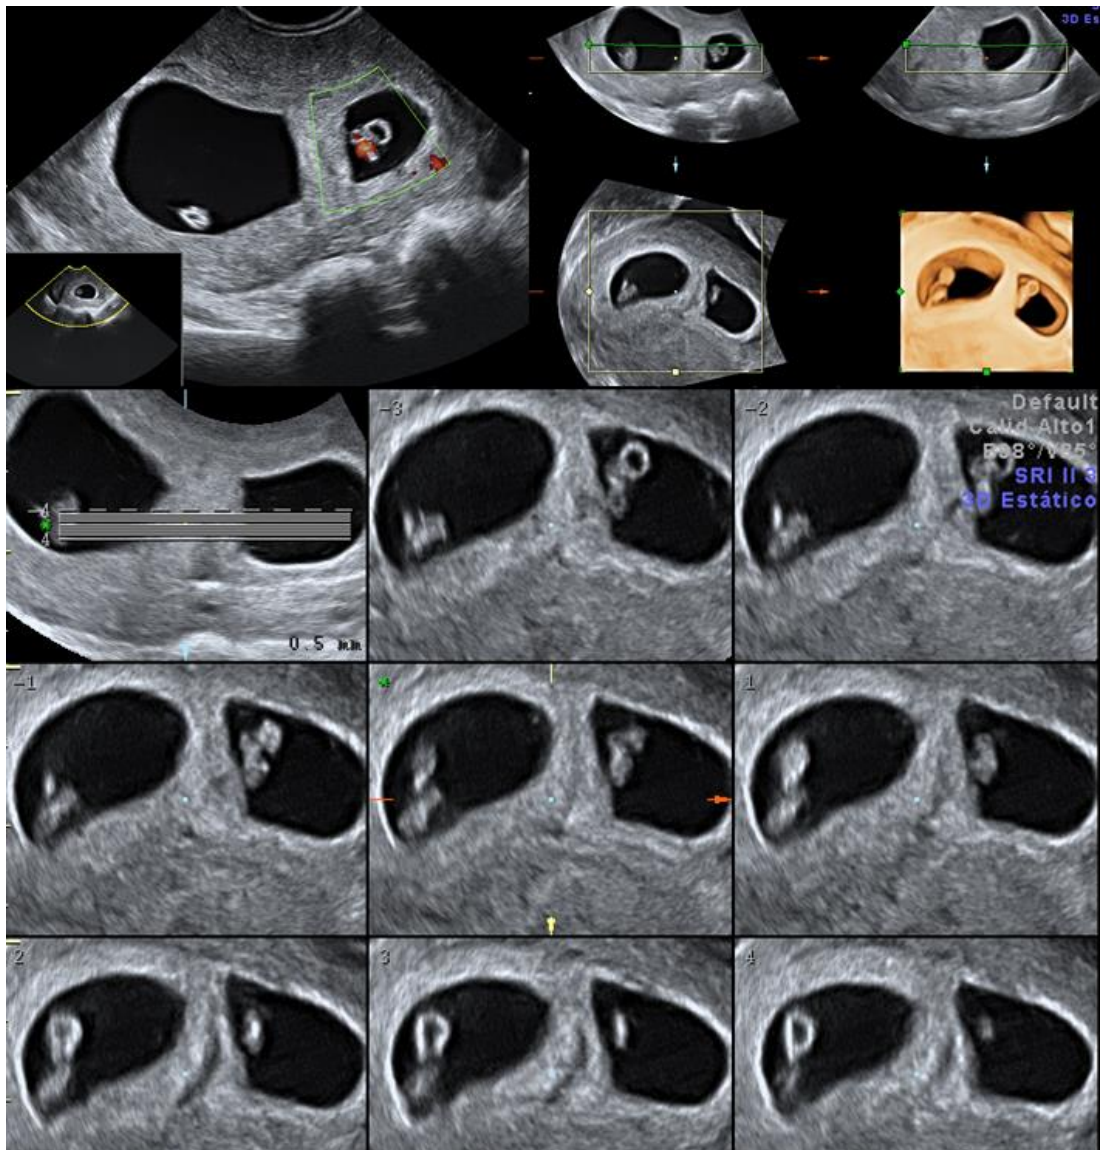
Septo completo y gestación. Doppler, 3D y TUI. Este último modo permite ver toda la morfología externa del útero y la prolongación del tabique hasta la parte inferior de la cavidad.
